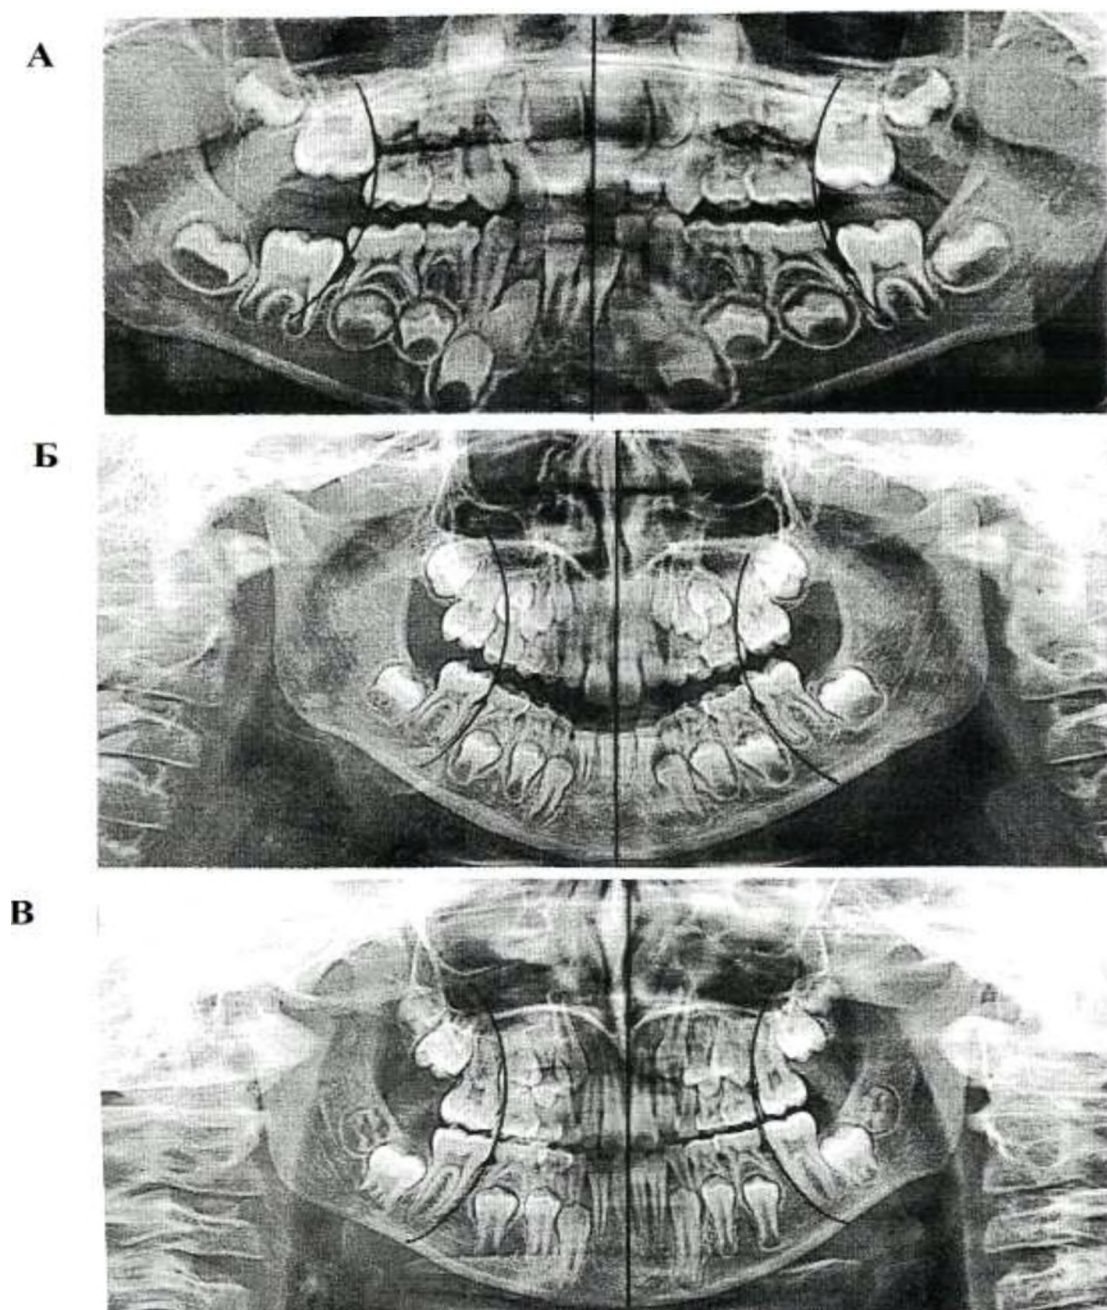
Ортопантомограми зубощелепної системи (із дисертаційної роботи К. А. Удальцової «Структура інтактних і уражених карієсом твердих тканин молочних зубів людини»):
